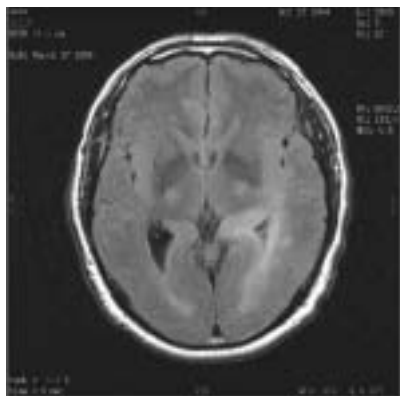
RMN cerebral que muestra lesión infiltrativa a nivel ténporo-parieto-occipital izquierda que se extiende a la región parietal posterior.
